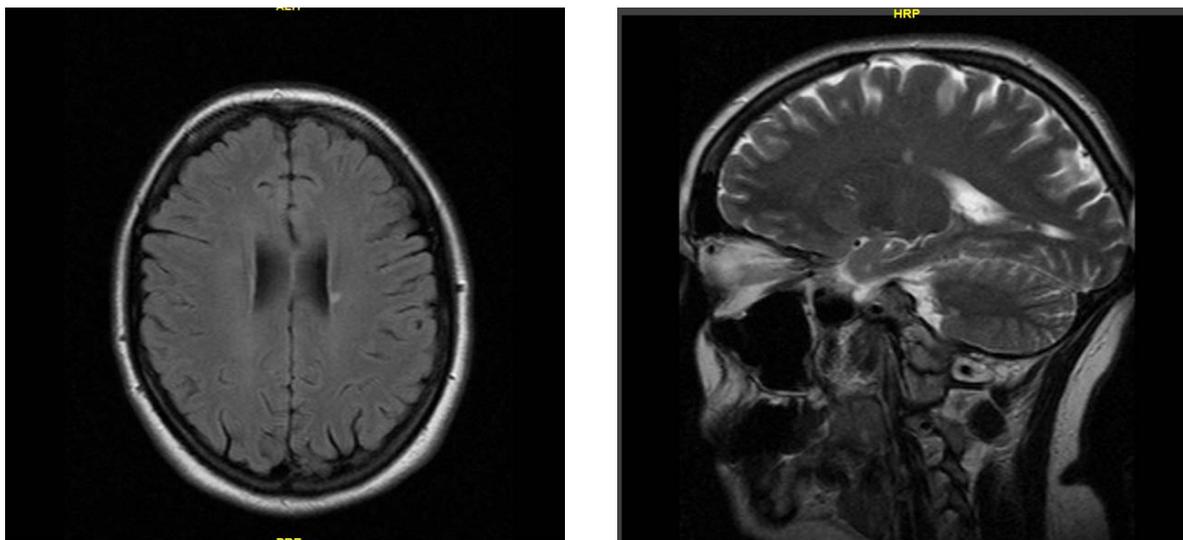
МРТ головного мозга пациентки Т. до АуТМСК
